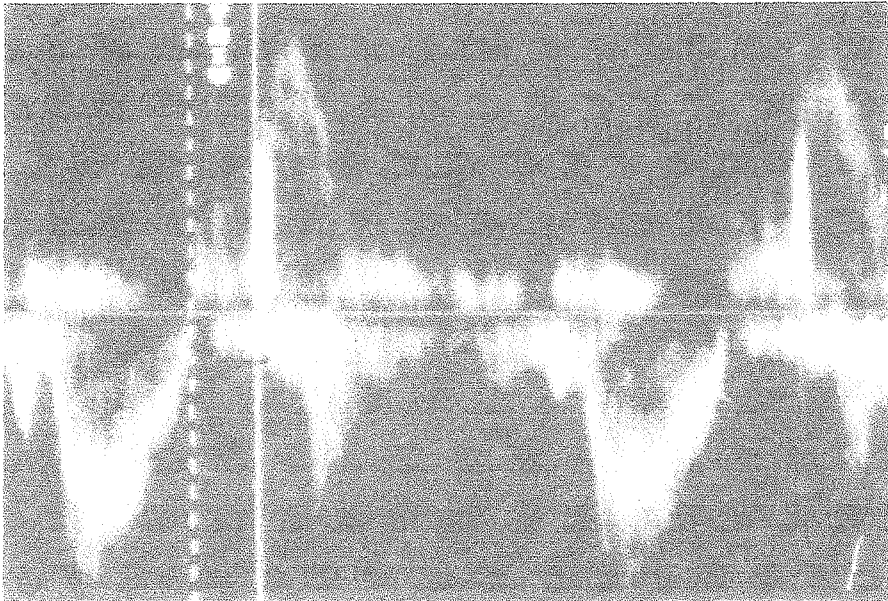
b. Pelo Doppler o tempo de relaxamento isovolumétrico pode ser medido entre o fluxo sistólico de saída e o fluxo diastólico de entrada no ventrículo esquerdo
